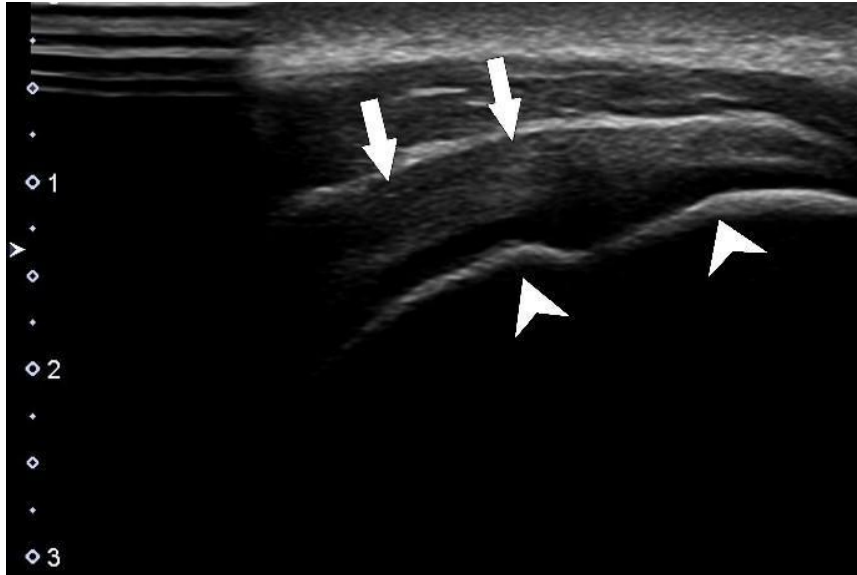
Nesta imagem de ecografia de ombro se identifica o tendão do supraespinhal (seta), e a cabeça umeral (cabeças de seta). O osso é uma estrutura muito ecogênica que reflete praticamente todas as ondas sonoras que nele incidem.
